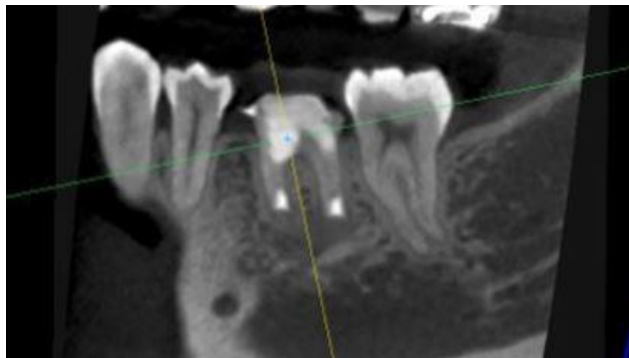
Tomografía cone beam de control a los 11 meses de seguimiento, sin datos de lesión periapical.
